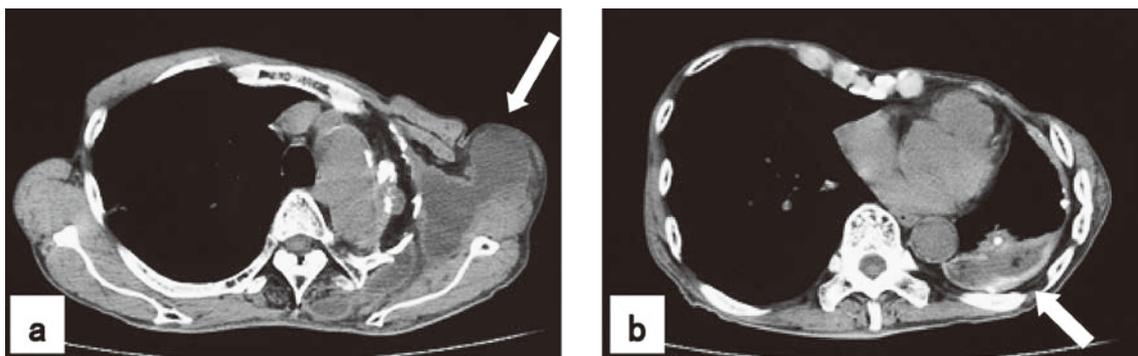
Chest CT scan shows deformation and decrement of the left thorax, low density irregular shaped mass in left axilla to lateral posterior thorax, calcification of mediastinal lymph nodes and pleura (Fig. 3a), chronic empyema with pleural thickness and calcification in left lower posterior thorax (Fig. 3b).
